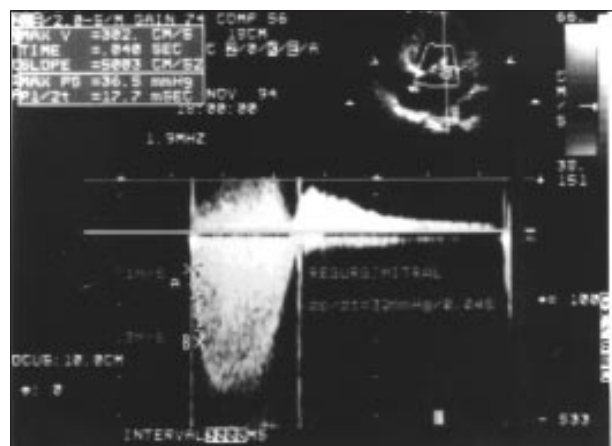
Cálculo da dp/dt ventricular esquerda em paciente com regurgitação mitral. Pontos A e B refletem segmentos da curva espectral com velocidades respectivamente de 1 e 3m/s ao Doppler contínuo.
